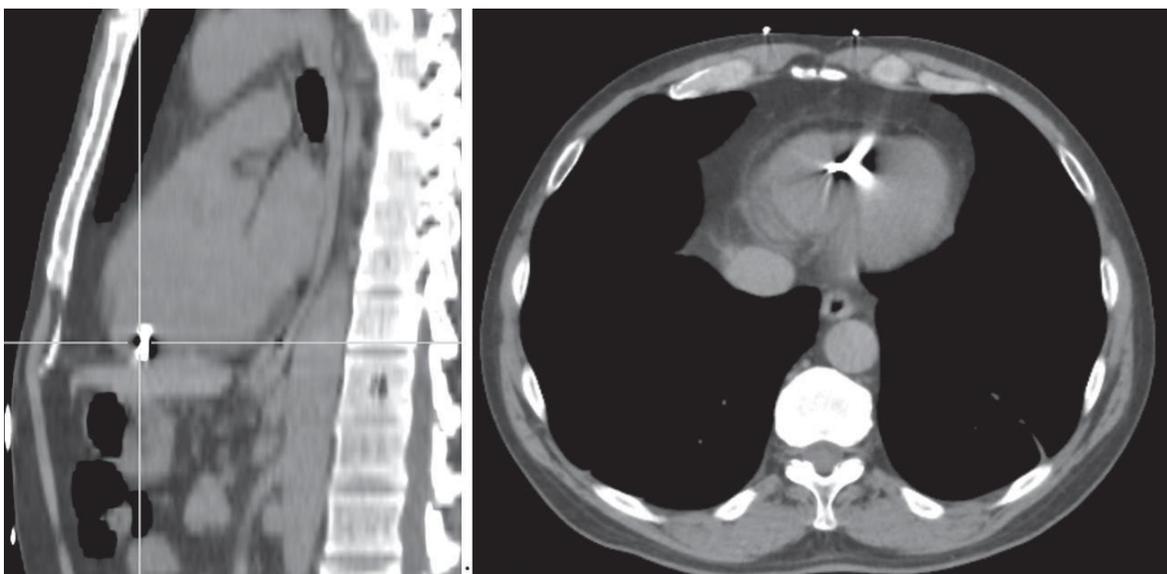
КТ органів грудної порожнини. Уламок у ділянці верхівки серця
